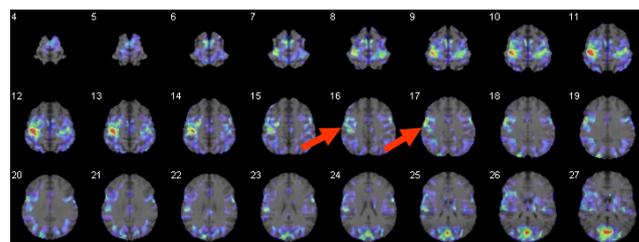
As for the SUV before and after a piano performance, the rise was accepted intentionally at the both-sides primary motor area in frontal lobe.
